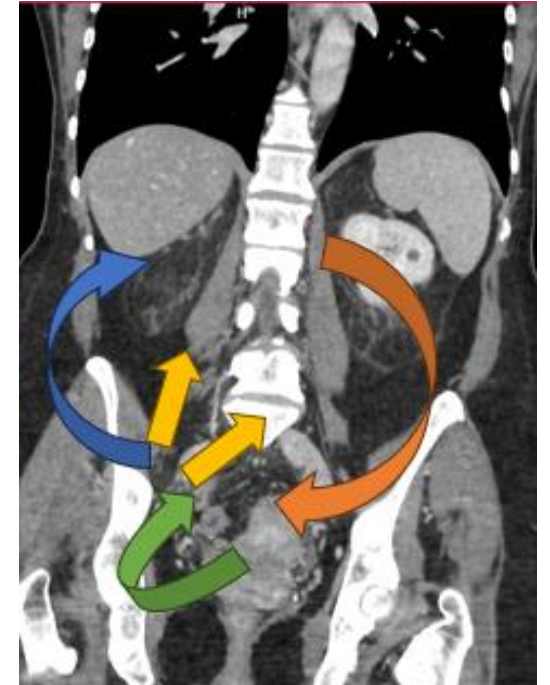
TC coronal en paciente sana. Las flechas ilustran la vía de diseminación peritoneal
